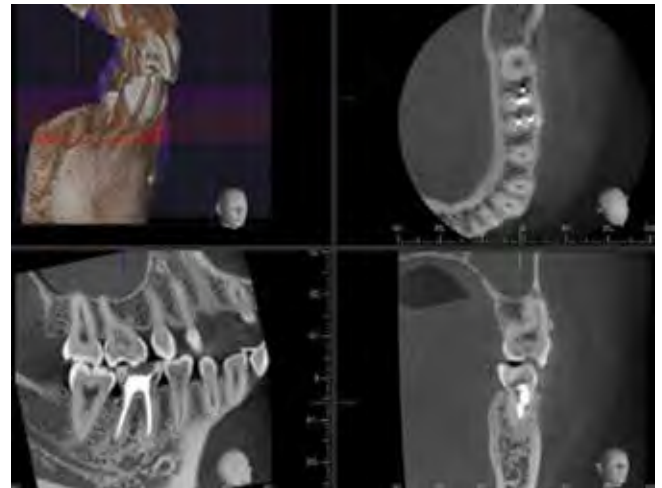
Компьютерная томограмма «Morita» через 6 месяцев после завершения лечения
